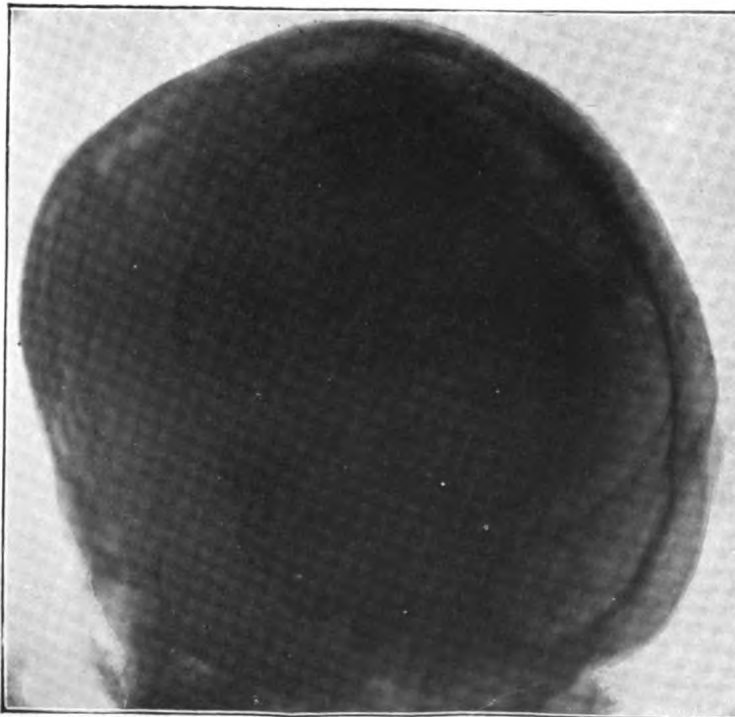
Turmschädel, Röntgenbild, Seitenansicht.
